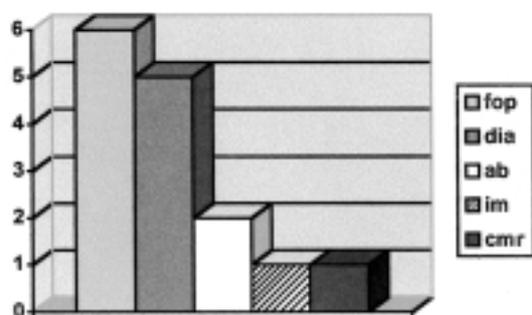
Risultati ecocardiografici. Patologie organiche riscontrate in 15 pazienti del Gruppo A.
